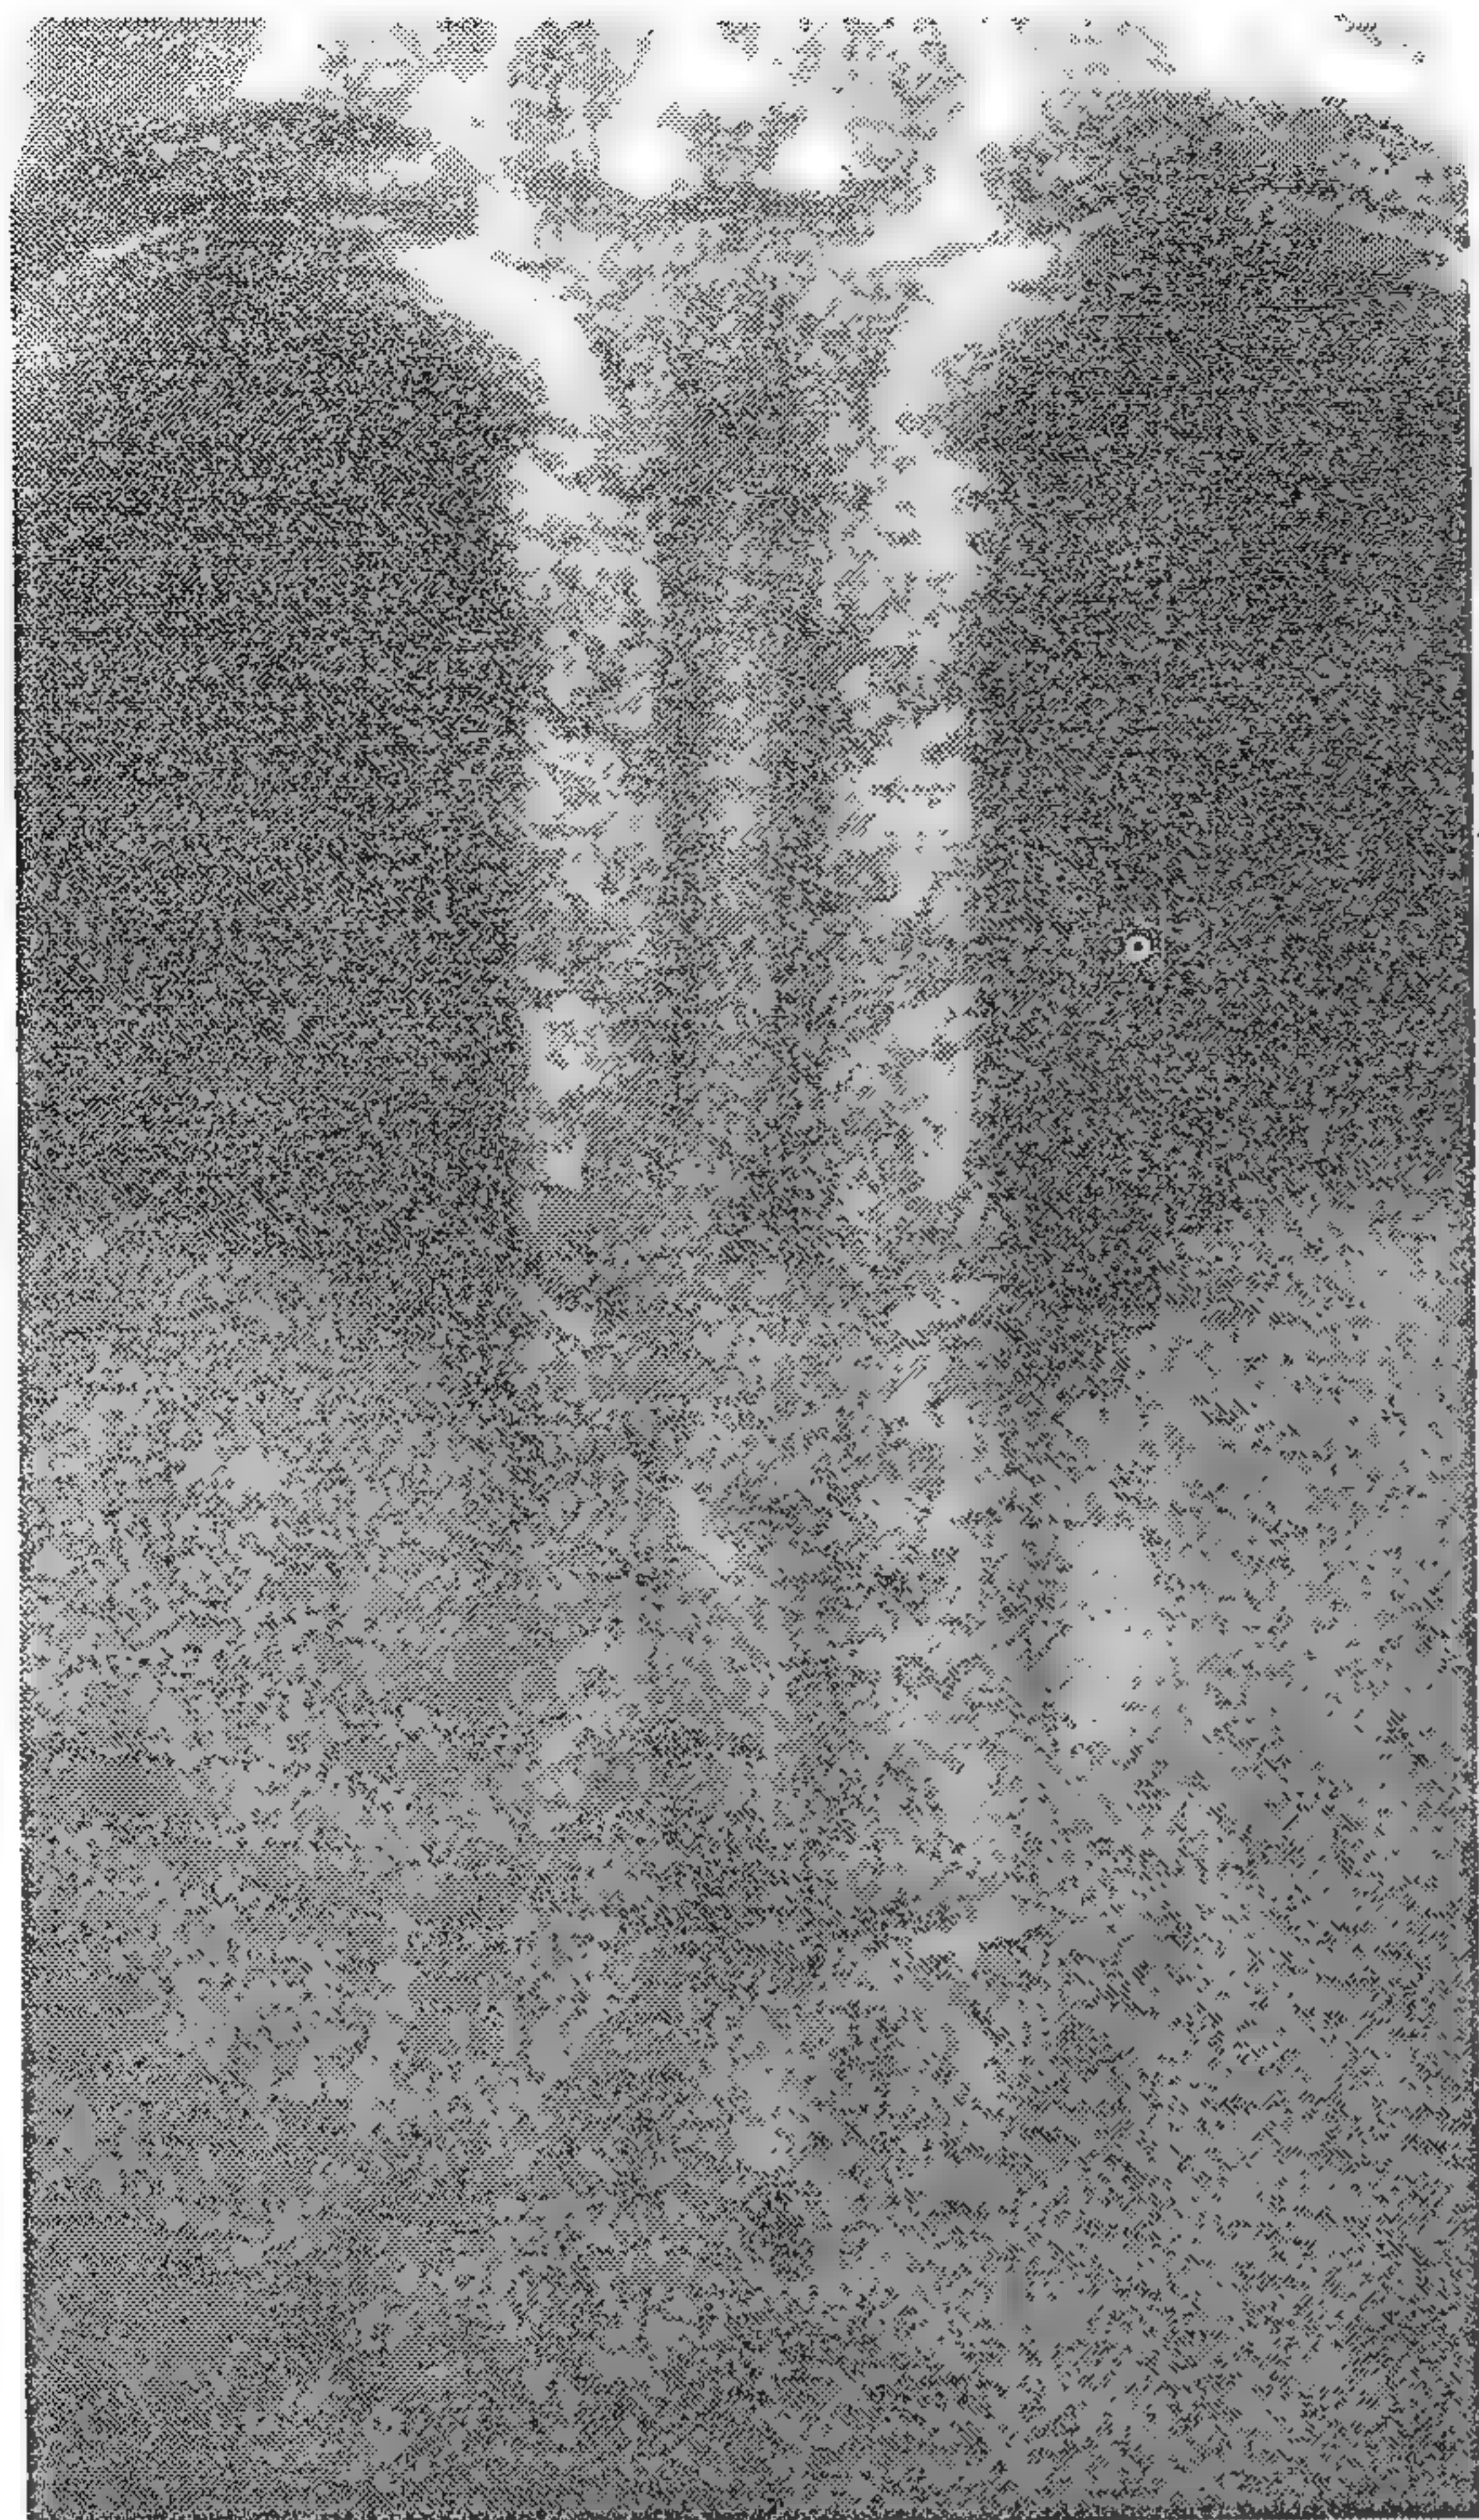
Imagine coronală RMN ponderată în T<sub>1</sub> a unui meningiom toracic intradural comprimând măduva spinării.
